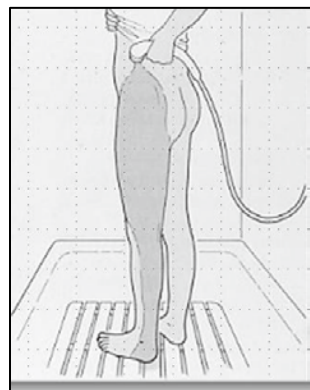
図の出典は、RM BachmannとGM Schleinkeferの共著のDie Kneipp-Wassertherapie. TRIAS, Stuttgart, Germany. 1992.
